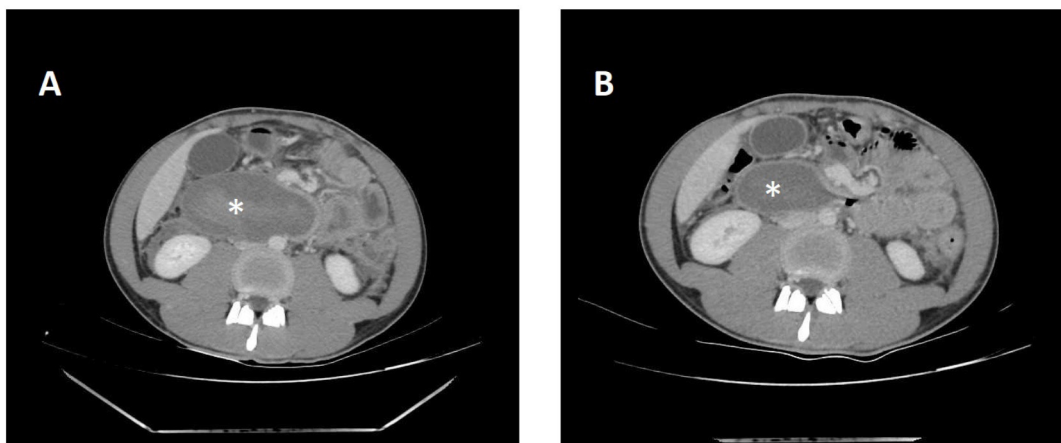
Tomografía computarizada. A. Corte axial. B. Corte Coronal. En ambas imágenes se puede observar un hematoma duodenal (asterisco) de 8 x 4.5 x 8 cm. C. Corte axial. Líquido libre en pelvis (flecha).*
